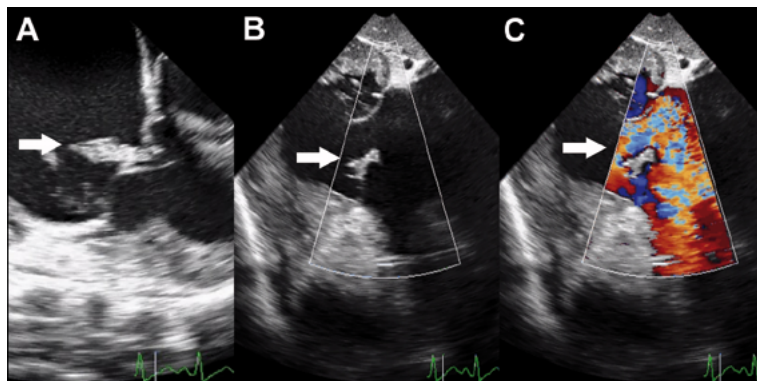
(A) Ecocardiograma de superficie. Visión de cuatro cámaras a 0°. Se observan cavidades derechas y válvula tricúspide (velos anterior y septal). La flecha muestra el prolapso del músculo papilar hacia la aurícula derecha (AD). (B) Visión transgástrica del tracto de entrada del VD (100°). La flecha muestra el prolapso sistólico del velo septal de la tricúspide hacia la AD. (C) Visión transgástrica del tracto de entrada del VD (100°). El doppler color muestra IT severa (flecha).
